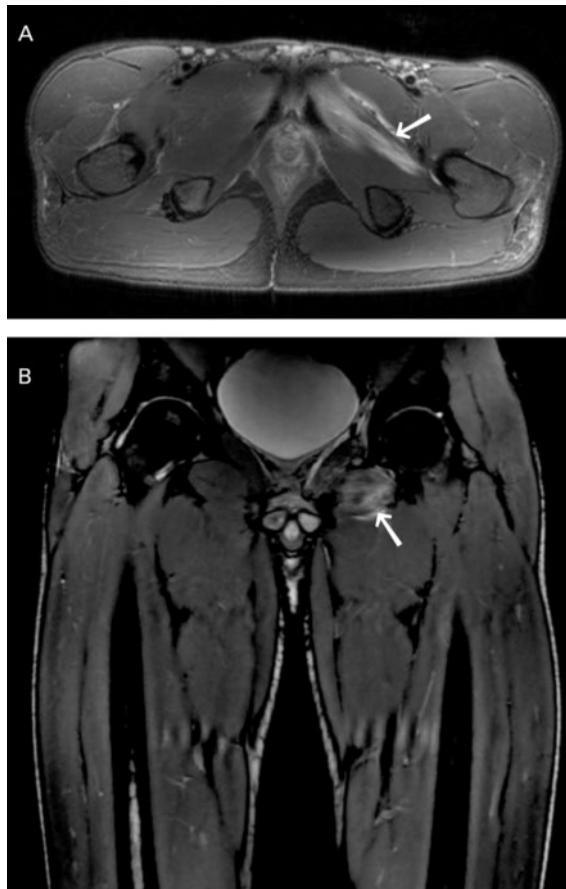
MRT-T2 FATSAT: Myositis beider Adduktoren, prädominant linksseitig. Axiale (A) und koronare (B) Schnitte des Pelvis (A) und beider Oberschenkel (B) mit Nachweis einer Hyperintensität in der Adduktoren-Muskulatur (Pfeile). MRT-Befund vom zweiten Tag der stationären Aufnahme.
